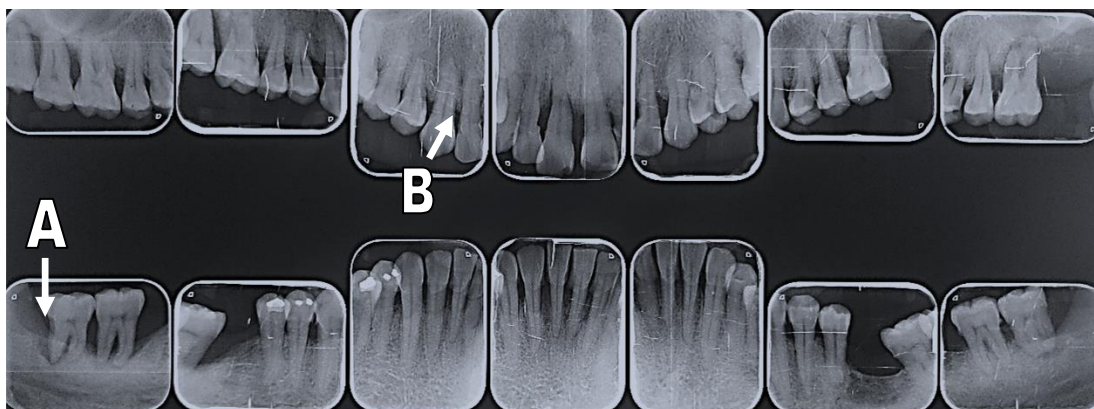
Radiografías dentoalveolares de paciente diagnosticada con periodontitis, donde se aprecian defectos verticales (A) y defectos horizontales (B). Fuente directa
